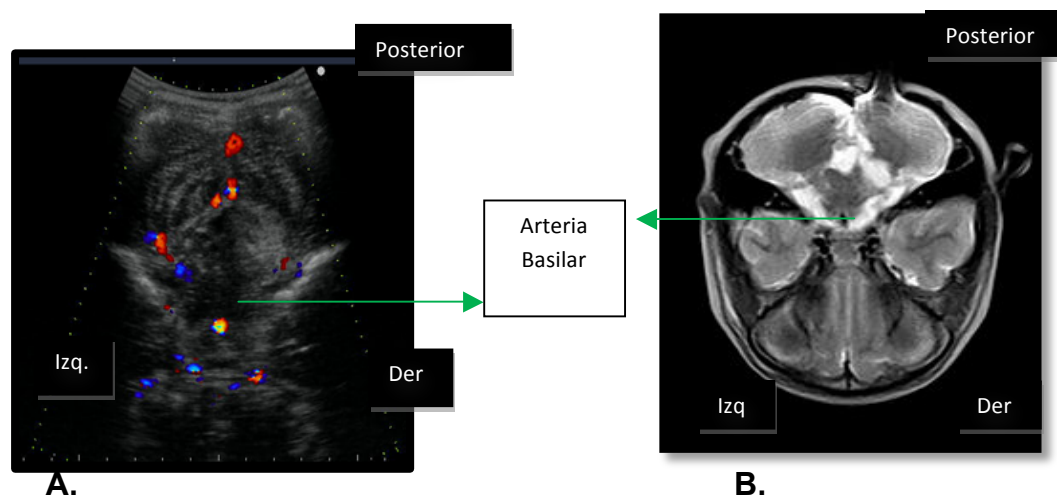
Imagen de ecografía Doppler color en tiempo real a través de craniectomía posterior en paciente de 7 años. A. Corte coronal de la ecografía con mapa color realizada a través de craniectomía amplia posterior con inclinación craneal del transductor, se visualiza fosa posterior y arterias de la circulación posterior: señalada con flecha arteria Basilar (AB). B. IRM secuencia T1 axial, invertida la imagen para correlacionar con la imagen ecográfica, mostrando arteria Basilar hipointensa en imagen muy similar ala observada en la ecografía (flecha).
